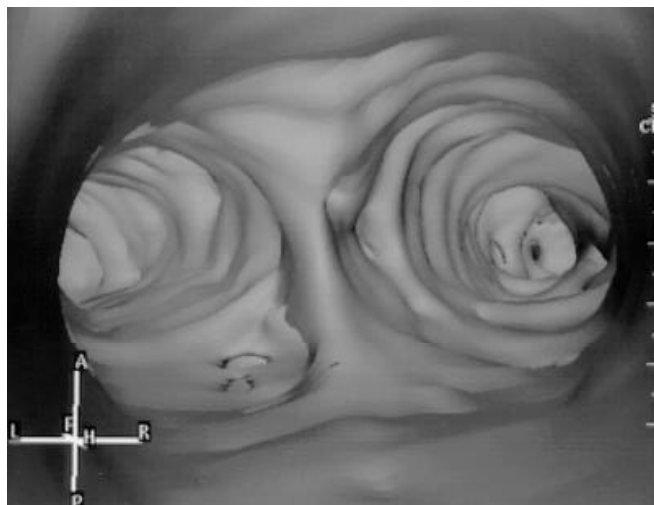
Imagem de TC: broncoscopia virtual com visão da carina, demonstrando os orifícios dos divertículos traqueobrônquicos.
